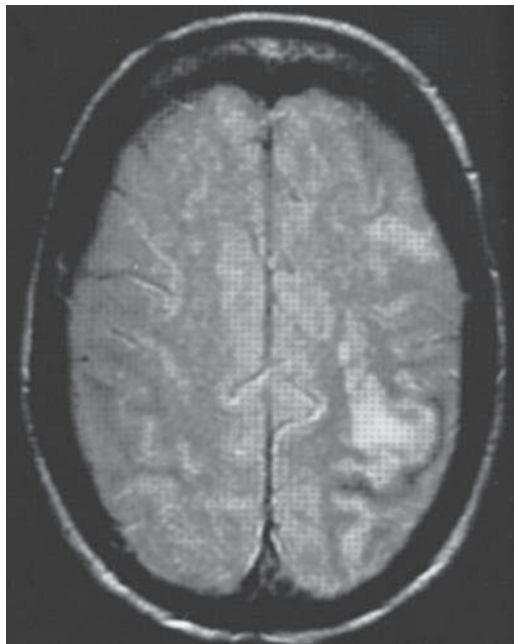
Estenosis carotídea izquierda con infarto de la zona límite que se identifica en los estudios de resonancia magnética. Angiografía convencional (*derecha*) que muestra estenosis casi completa de la arteria carótida interna izquierda. Esta paciente era una mujer de 72 años de edad con hemiplejía derecha de inicio agudo.
